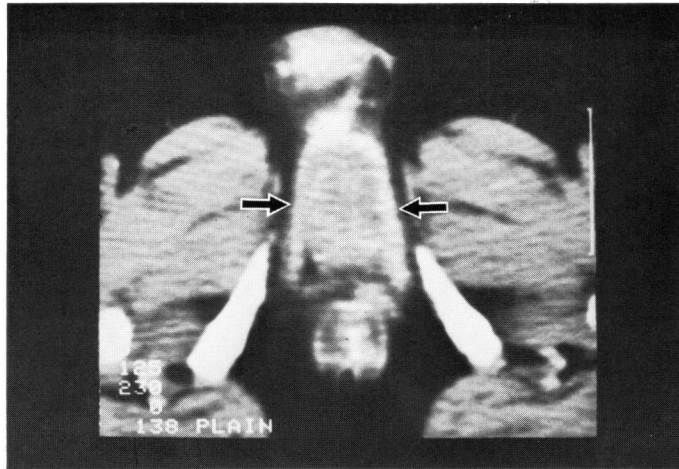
Plain CT shows perineal tumor.
